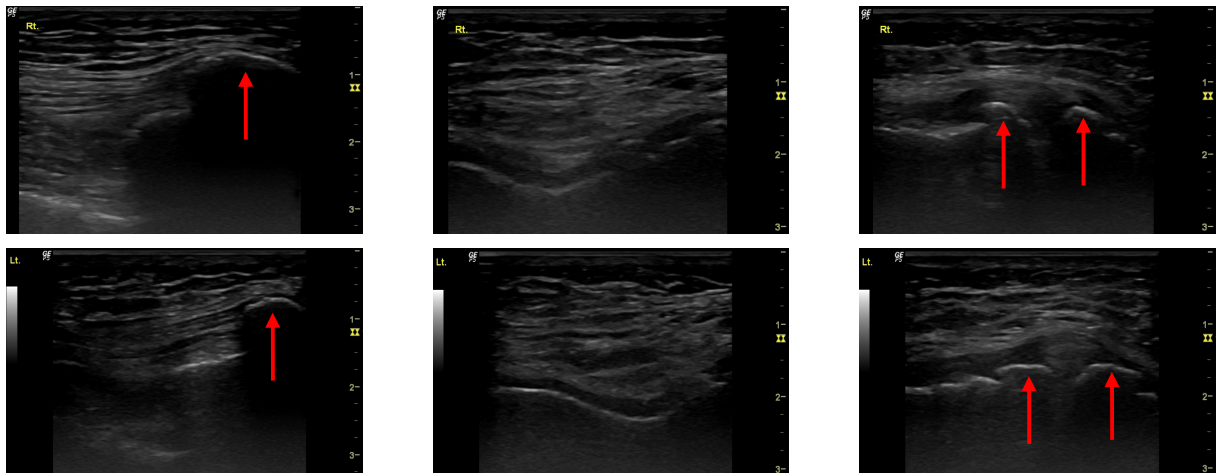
Ultrasound findings of case 6.
